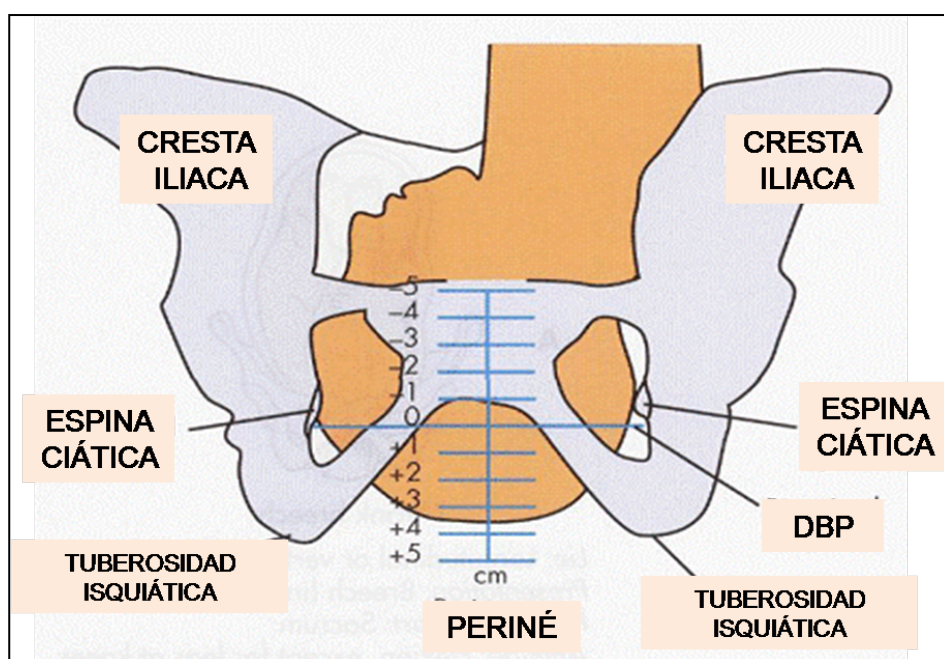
Estaciones de la pelvis según la ACOG. DBP: diámetro biparietal. Tomado de: Borrero González C. Ecografía translabial intraparto como predictor de la dificultad en la instrumentación con vacuum. Tesis Doctoral. Sevilla: Departamento de cirugía, Universidad de Sevilla; 2014.
